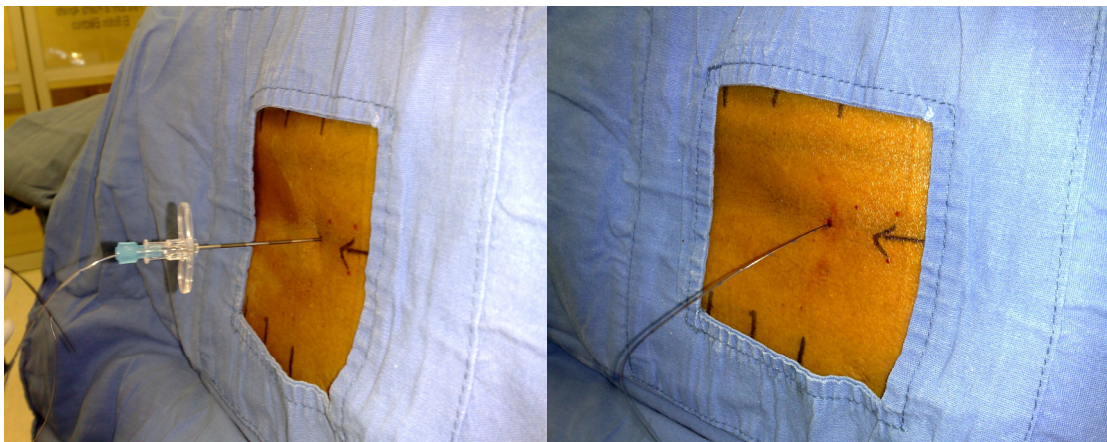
Inserción exitosa de la aguja Touhy y cateter peridural en el punto de intersección entre las líneas marcadas con asistencia del ultrasonido.
